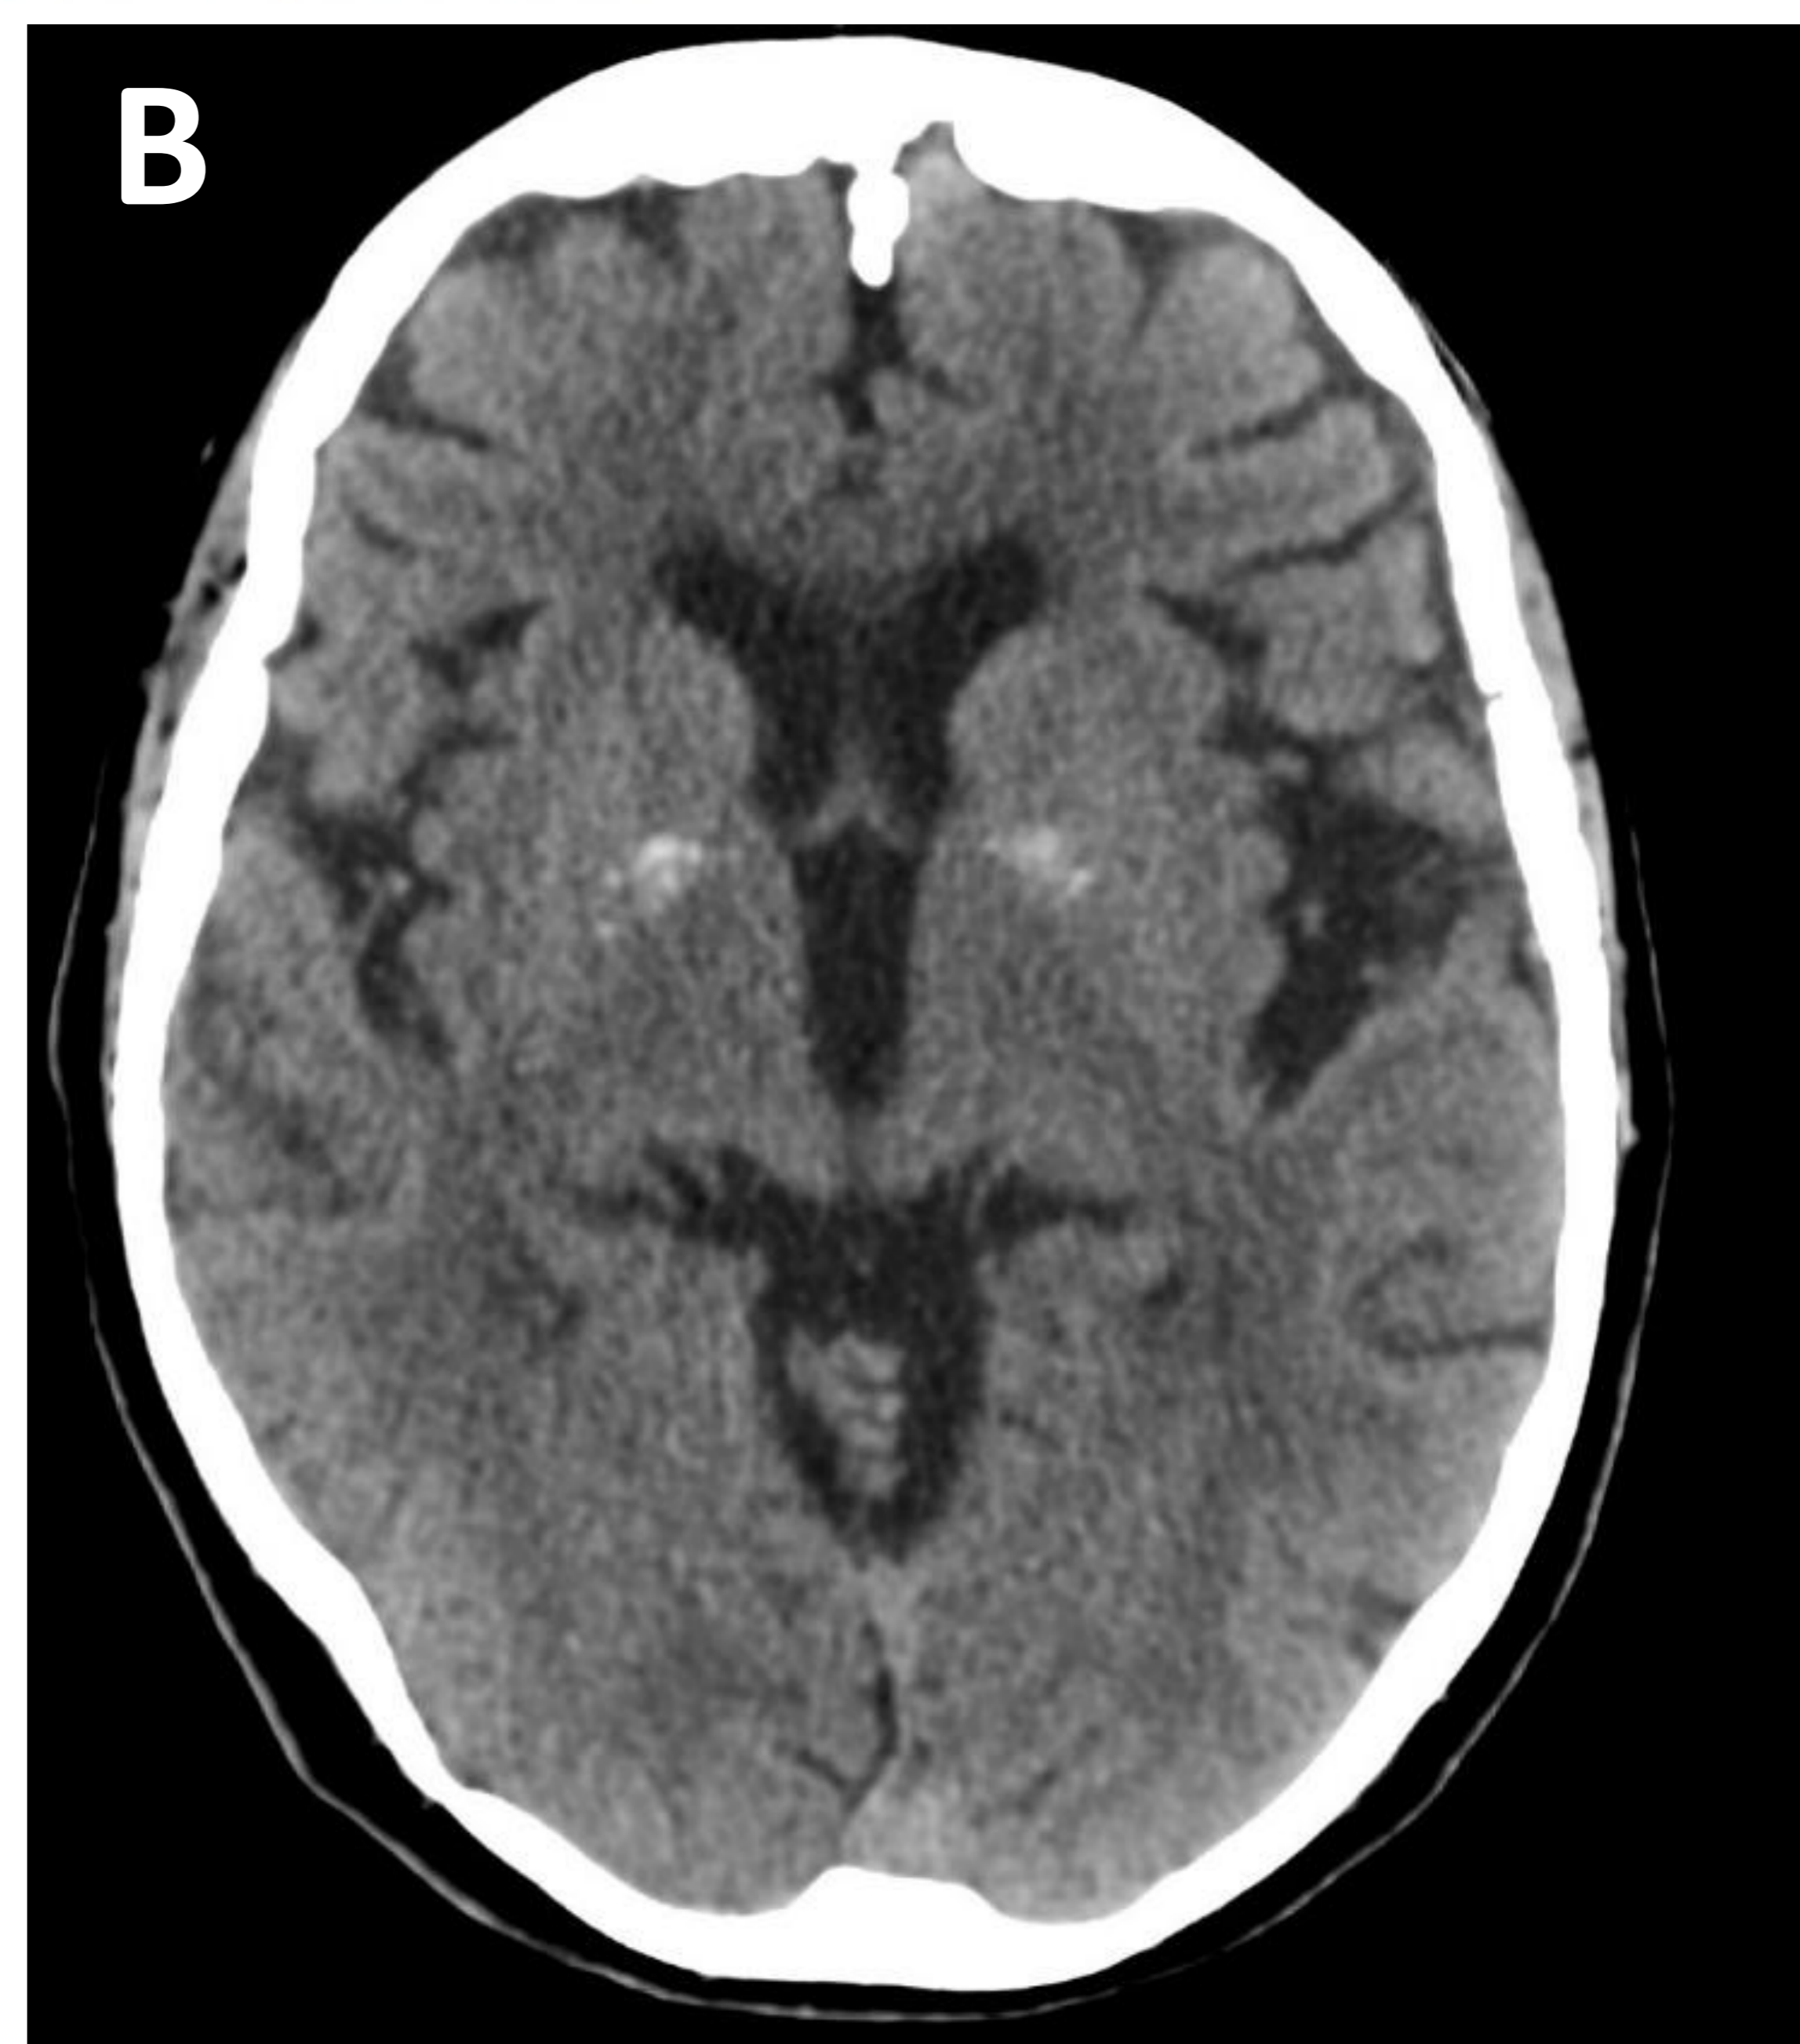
Paciente de 85 años con antecedente personal de demencia leve. Acude a Urgencias por TCE en región parietal derecha. Se realiza TC craneal y se observan calcificaciones bilaterales y simétricas en los núcleos dentados (A), ganglios de la base (B) y sustancia blanca semioval (C).
